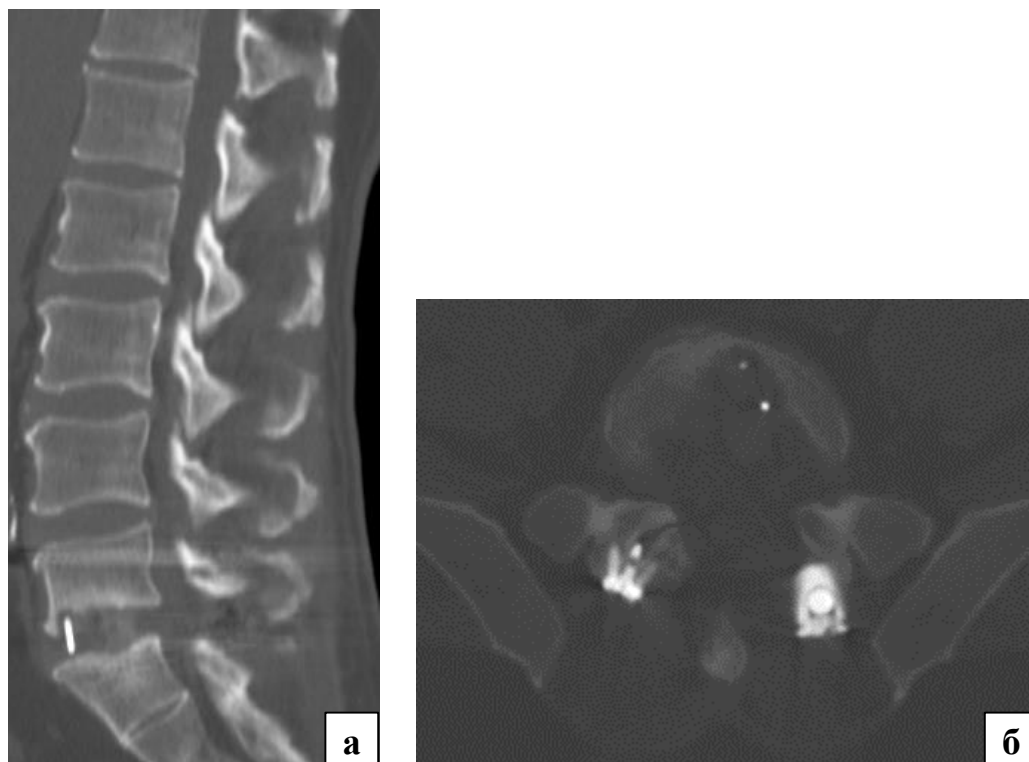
Клинический пример, пациент Ф., 42 года: а – сагиттальная МСКТ поясничного отдела позвоночника после операции; б – аксиальная МСКТ поясничного отдела позвоночника на уровне L<sub>V</sub>–S<sub>I</sub>
